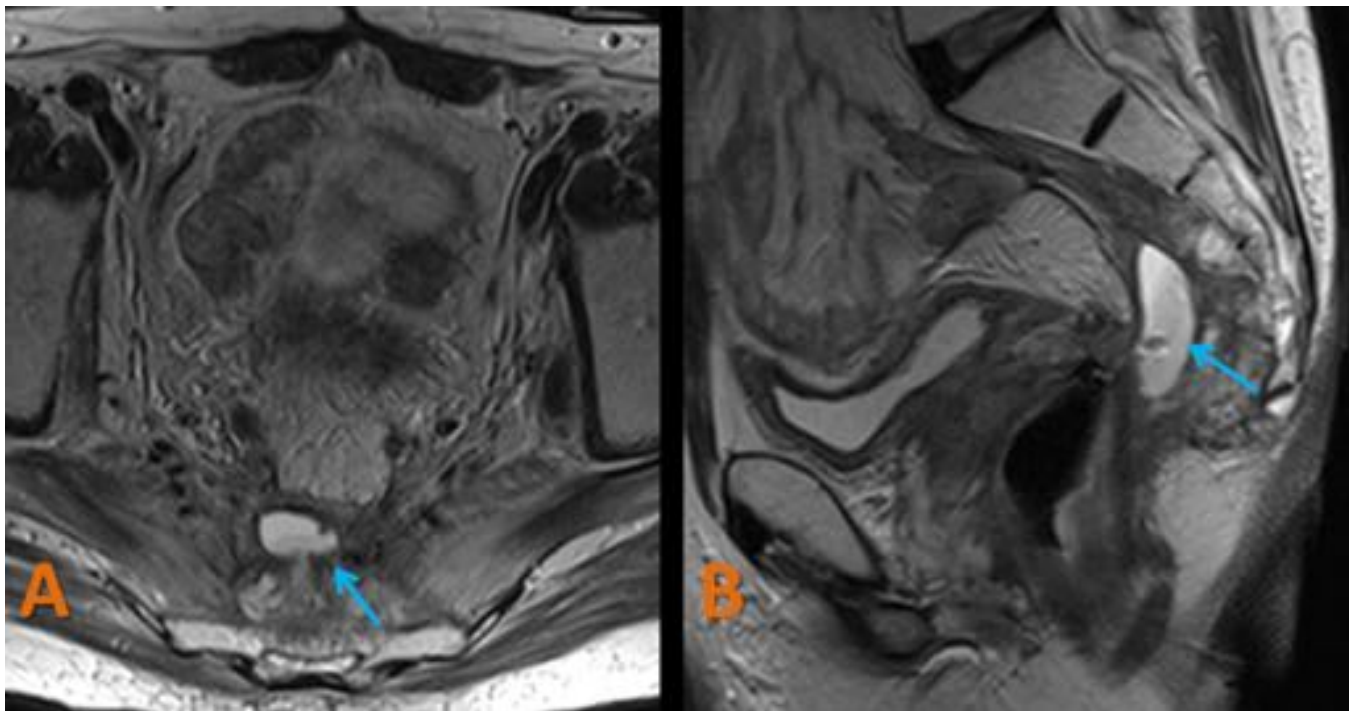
ABSCESO ANORRECTAL. RM de pelvis potenciada en T2 TSE, plano axial (A) y sagital (B). Varón de 57 años operado de cáncer de recto mediante operación de Hartmann. Se observan cambios postquirúrgicos con marcada fibrosis adyacente al muñón rectal. Imagen quística en espacio graso presacro, de contenido hiperintenso. Hallazgos en relación con dehiscencia del fondo del muñón rectal con absceso asociado (flechas).
